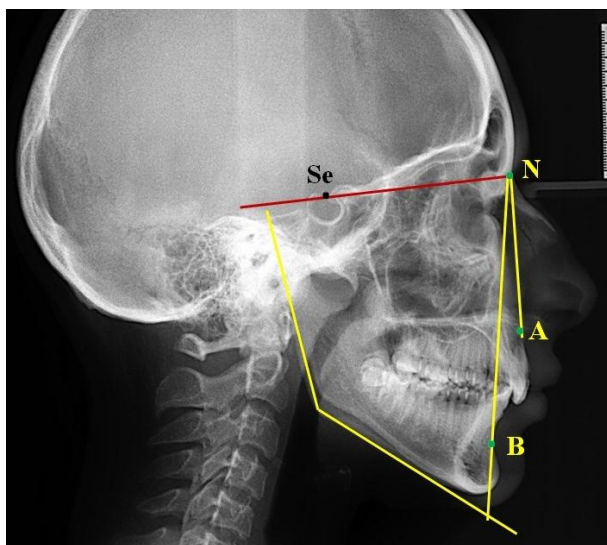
Телерентгенограмма пациентки А., 14 лет, в боковой проекции
